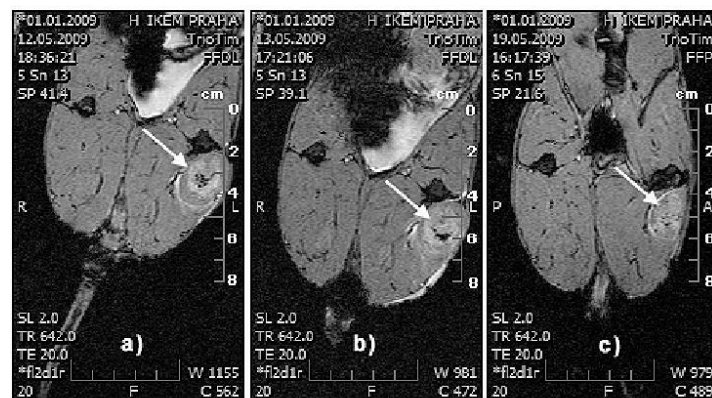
MRI images of targeted lesions in a rabbit's thigh muscle (marked by the white arrow) over time induced *in vivo* by applying 900 focused tandem shock waves. The left side in each image is a control showing the non-exposed muscle. a) 1st day, b) 2nd day, and c) 7th day after FTSW exposure.
